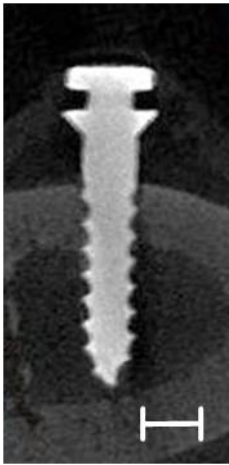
Computed tomography image of miniscrew with laser pre-drilling. (Scale bar = 200 μ m)
